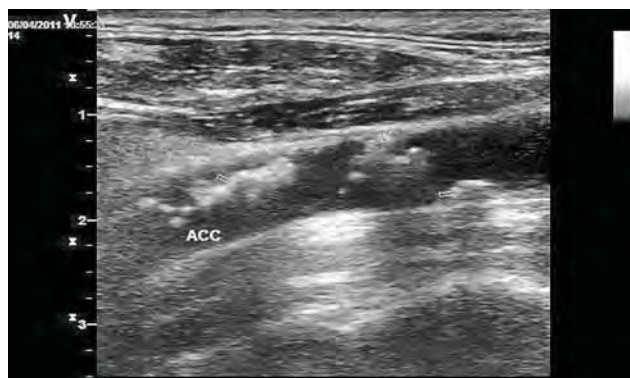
Ecografia Doppler – secțiune longitudinală (plăci de aterom).
